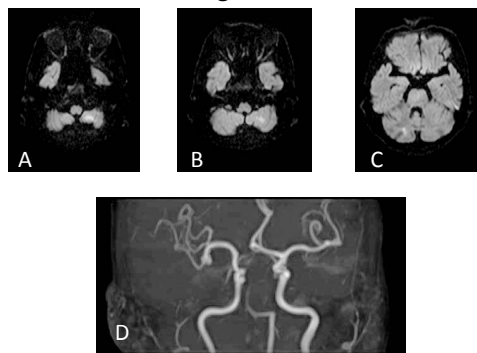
症例② 入院時MRI A-C: MRI, DWI, 両側小脳半球に高信号域を散見した。D: MRA/MIP, 脳底動脈閉塞を認めた。
